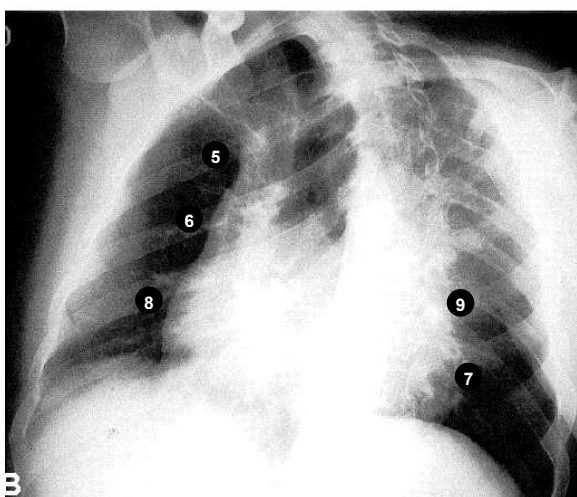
Radiografía oblicua posterior izquierda.
